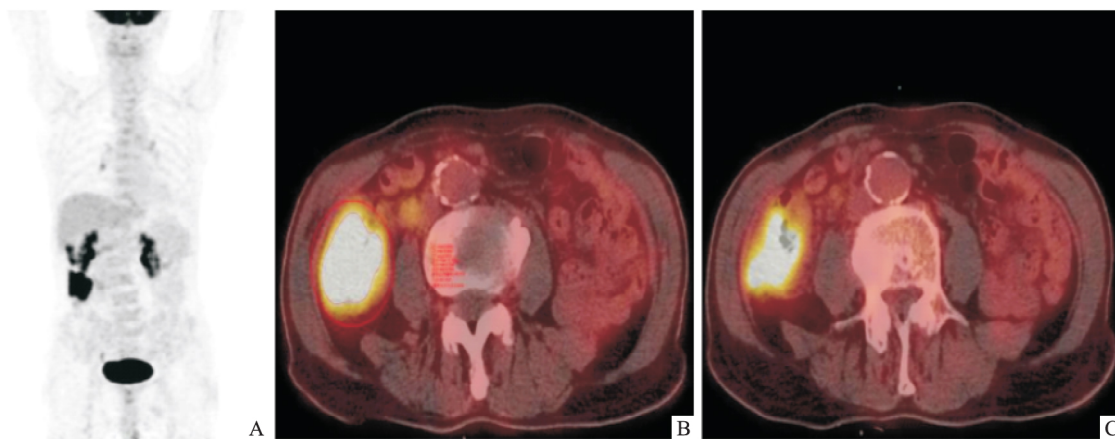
CRC 伴局部淋巴结转移患者 ^{18}F -FDG PET/CT 图像
